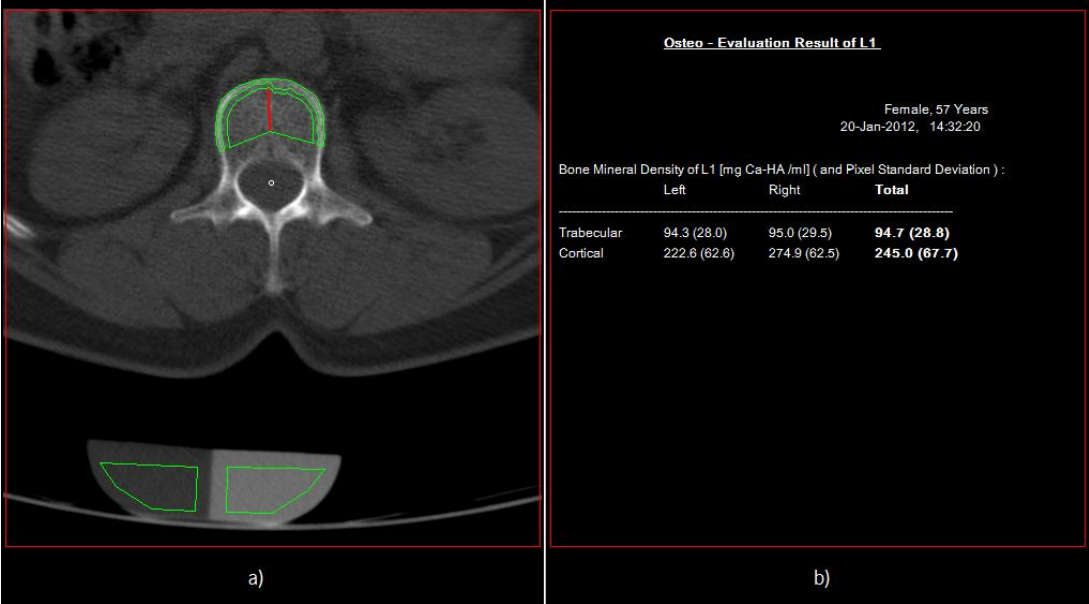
Resultado Osteo TC da vértebra L1 para o paciente 1: a) definição das ROIs para o corpo vertebral e para o fantoma; b) densidade trabecular e cortical, definidas para o lado anatómico direito e esquerdo.
